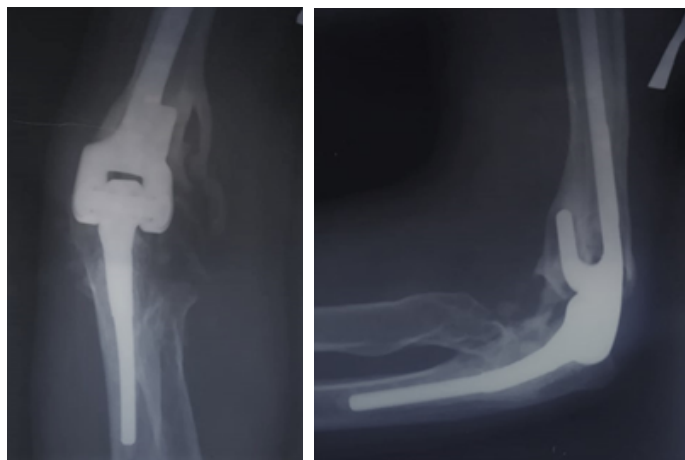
Раненый Н, 27 лет, рентгенограммы левого локтевого сустава через 4 года после эндопротезирования левого плечевого сустава
